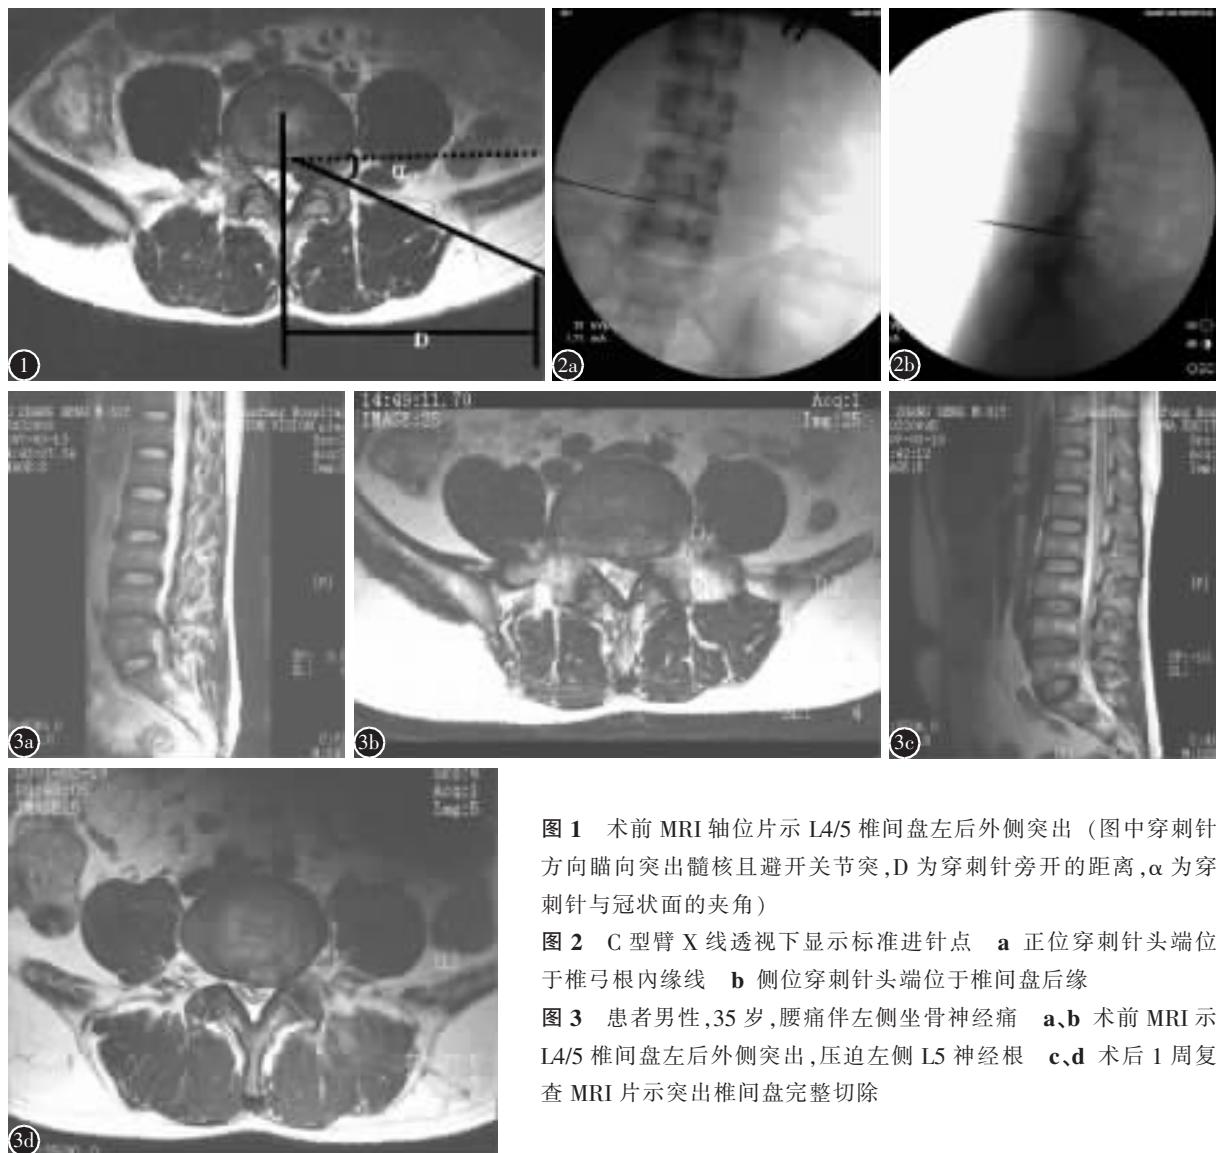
术前 MRI 轴位片示 L4/5 椎间盘左后外侧突出（图中穿刺针方向瞄向突出髓核且避开关节突，D 为穿刺针旁开的距离， α 为穿刺针与冠状面的夹角）
